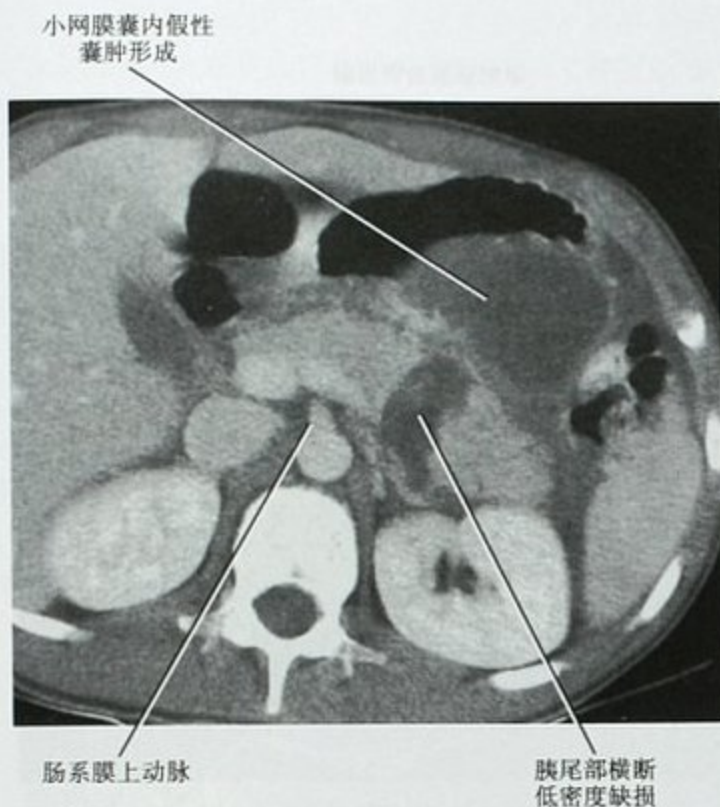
远端胰腺横断伤。腹部钝性损伤几天后 CT 增强检查显示远端胰腺横断伤。尽管未见胰管显示,但撕裂伤的深度及假性囊肿的形成提示胰管损伤
